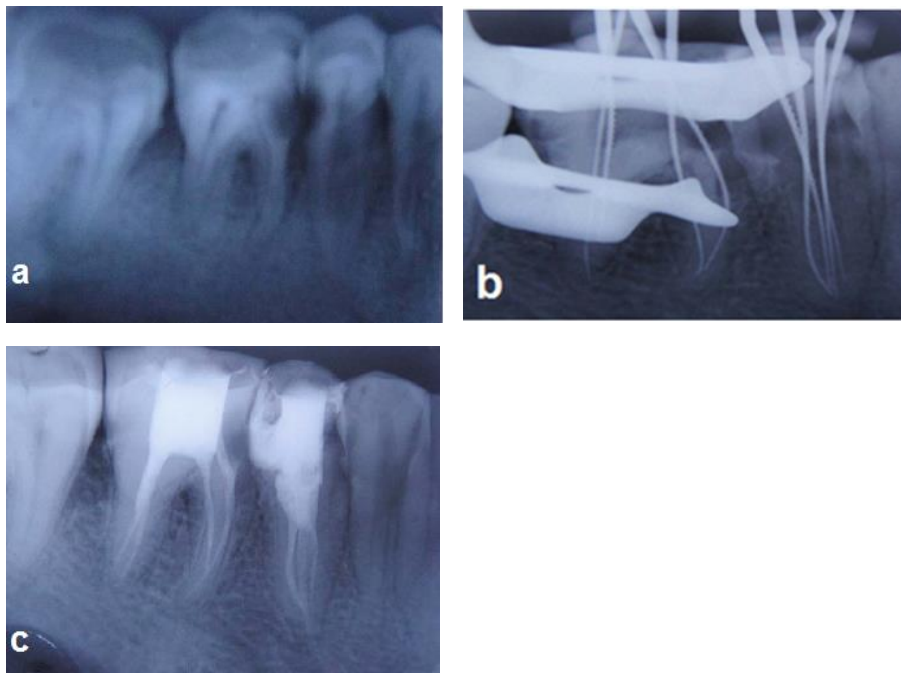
Radiographies rétroalvéolaires de 45 pré-opératoire (a), lors de la détermination de la longueur de travail (b) et après obturation canalaire (c) (238).
